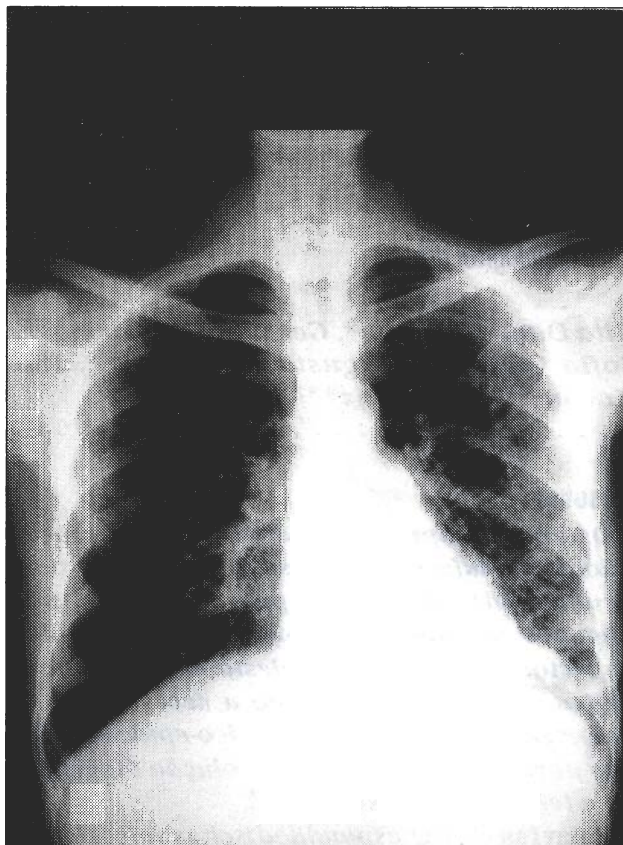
Radiografia antero-posterior do tórax, evidenciando a presença de infiltrado micronodular bilateral
